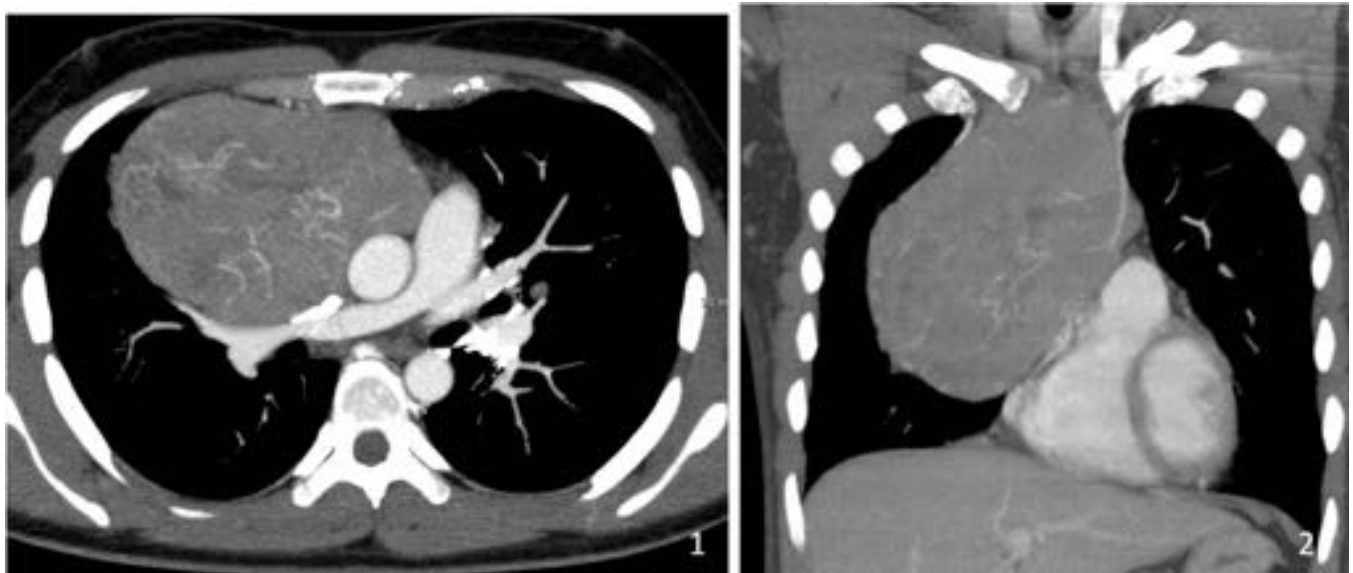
Linfopitelioma (1):Gran masa de atenuación muy irregular con zonas hipodensas compatibles con áreas de necrosis en su interior. (2): Recosntrucción coronal. (3): PET-TC que muestra gran afinidad de la masa por la 18F-FDG y varias zonas fotopénicas que se corresponden a las zonas hipodensas en el TC(áreas de necrosis)
